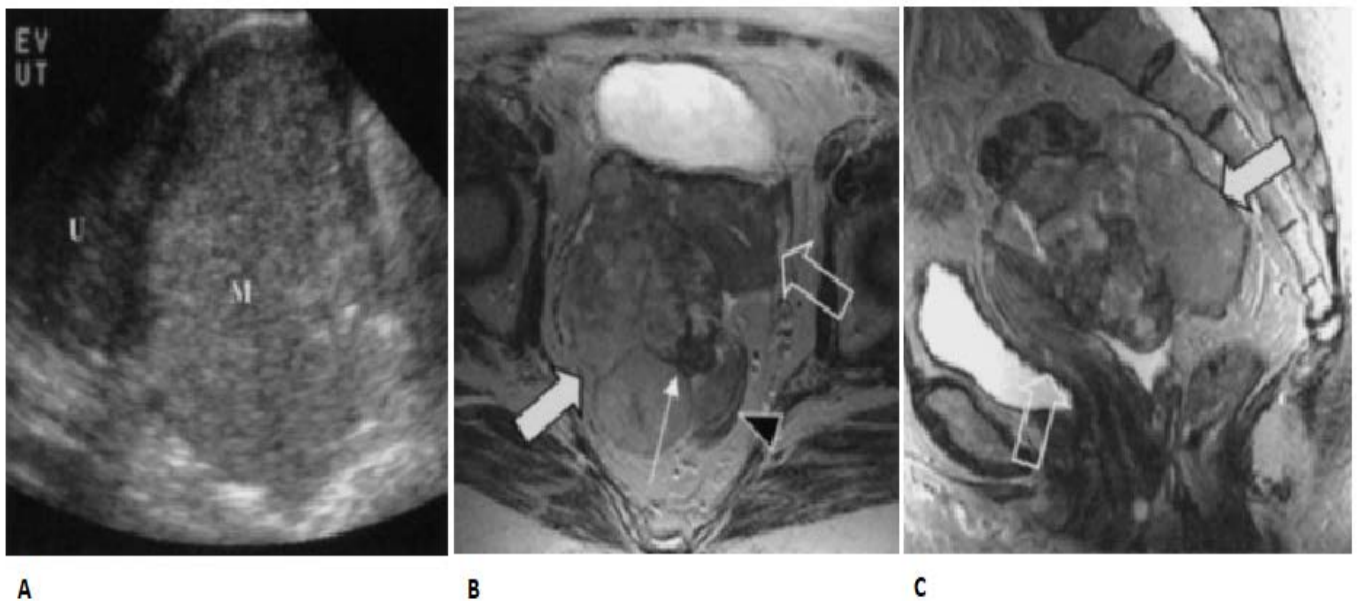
Cystadénocarcinome séreux. Femme de soixante-sept ans atteinte d'un carcinome séreux papillaire peu différencié de l'ovaire droit. A: Échographie endovaginale montrant une grande masse (M) qui se projette dans le cul-de-sac. Le site d'origine de l'utérus (U) ou des ovaires n'a pas pu être différencié. B: Une image en T2 coupe axiale montre la masse (flèche blanche) séparée de l'utérus (flèche ouverte). La masse provient de l'ovaire (flèche fine). Le rectum est déplacé en arrière (tête de flèche). C: L'image pondérée en T2 coupe sagittale montrant la masse (flèche blanche) qui déplace l'utérus (flèche ouverte) vers l'avant. (15)
